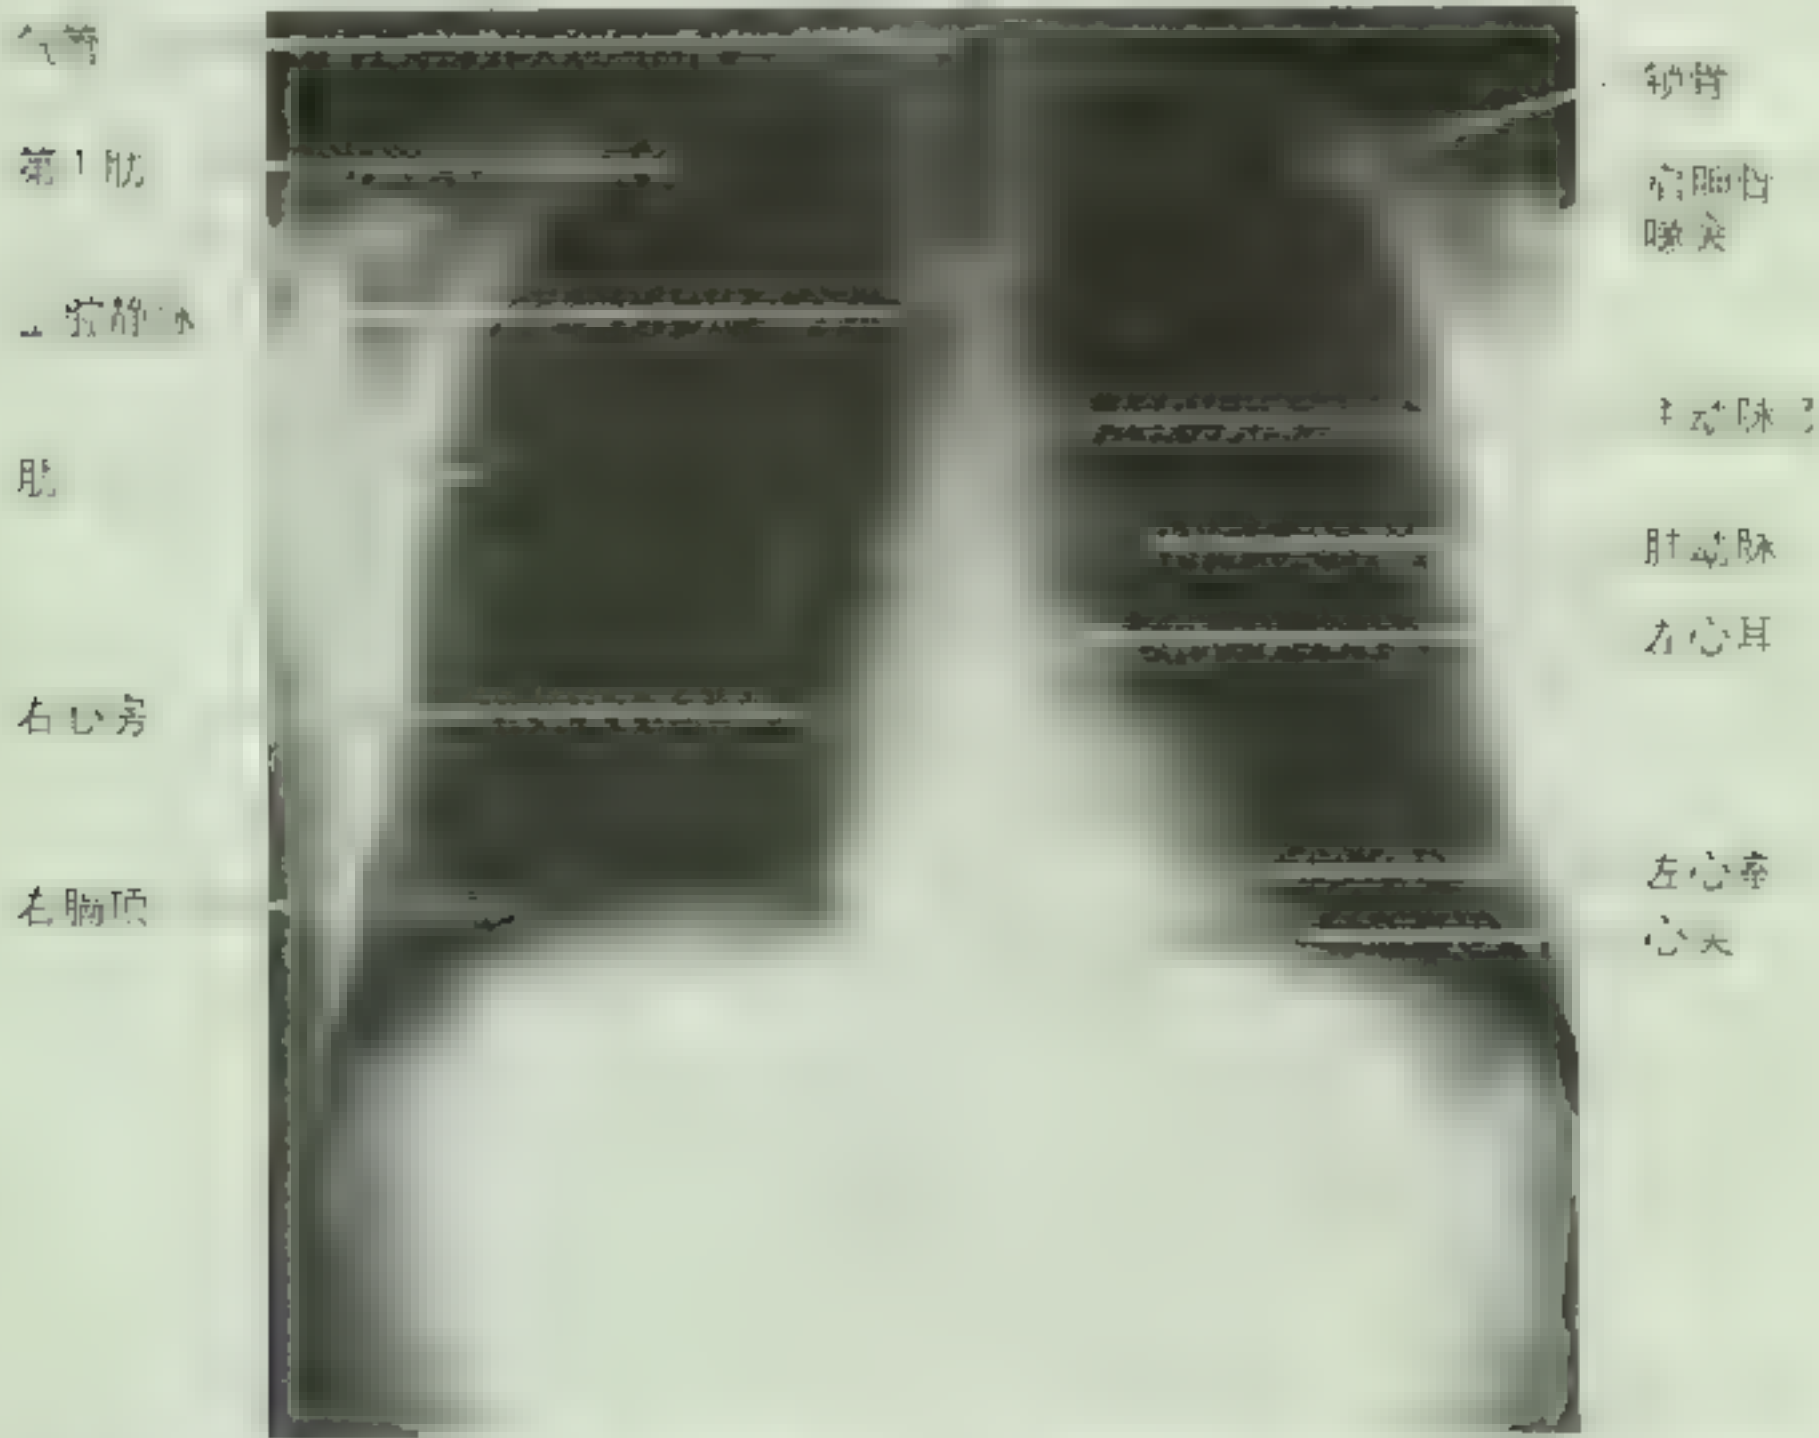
胸部 X 线平片（后前位，PA）片。图中显示了胸部的主要结构，包括气管、肋骨、肺、心脏和膈肌。注意右侧膈顶较高（多伦多大学 Lansdown EL 教授惠赠）
